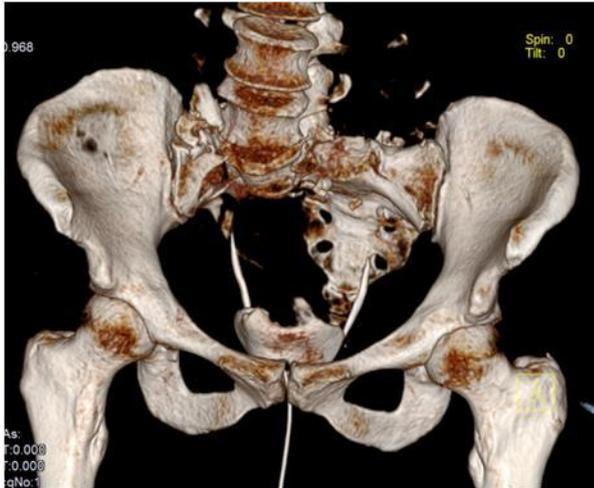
Scansione TC ricostruzione 3d (VR). Frattura altamente instabile della pelvi ossea.
